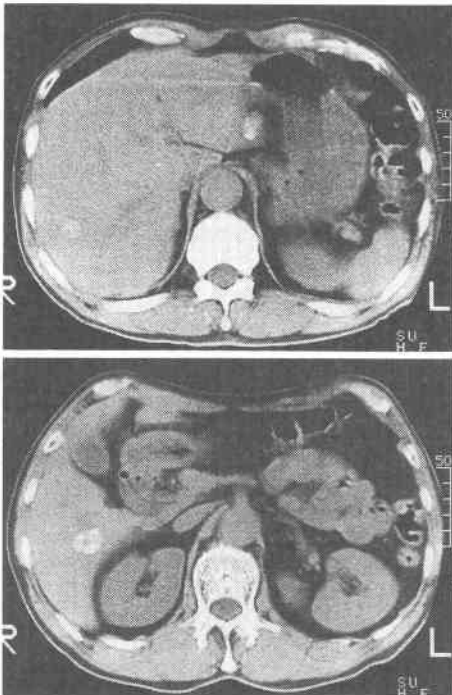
Plain CT, 1 month after TAE, revealed three high density areas accompanied by Lipiodol accumulation at S₃, S₆ and S₇ of the liver.
